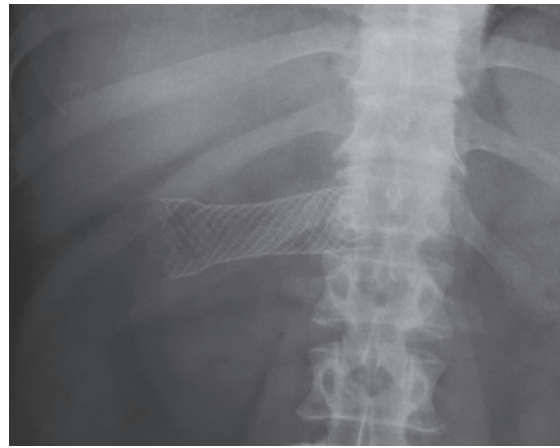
Металлический стент на вторые сутки после его установления в область опухолевой стриктуры толстой кишки (обзорная рентгенограмма брюшной полости в прямой проекции)
